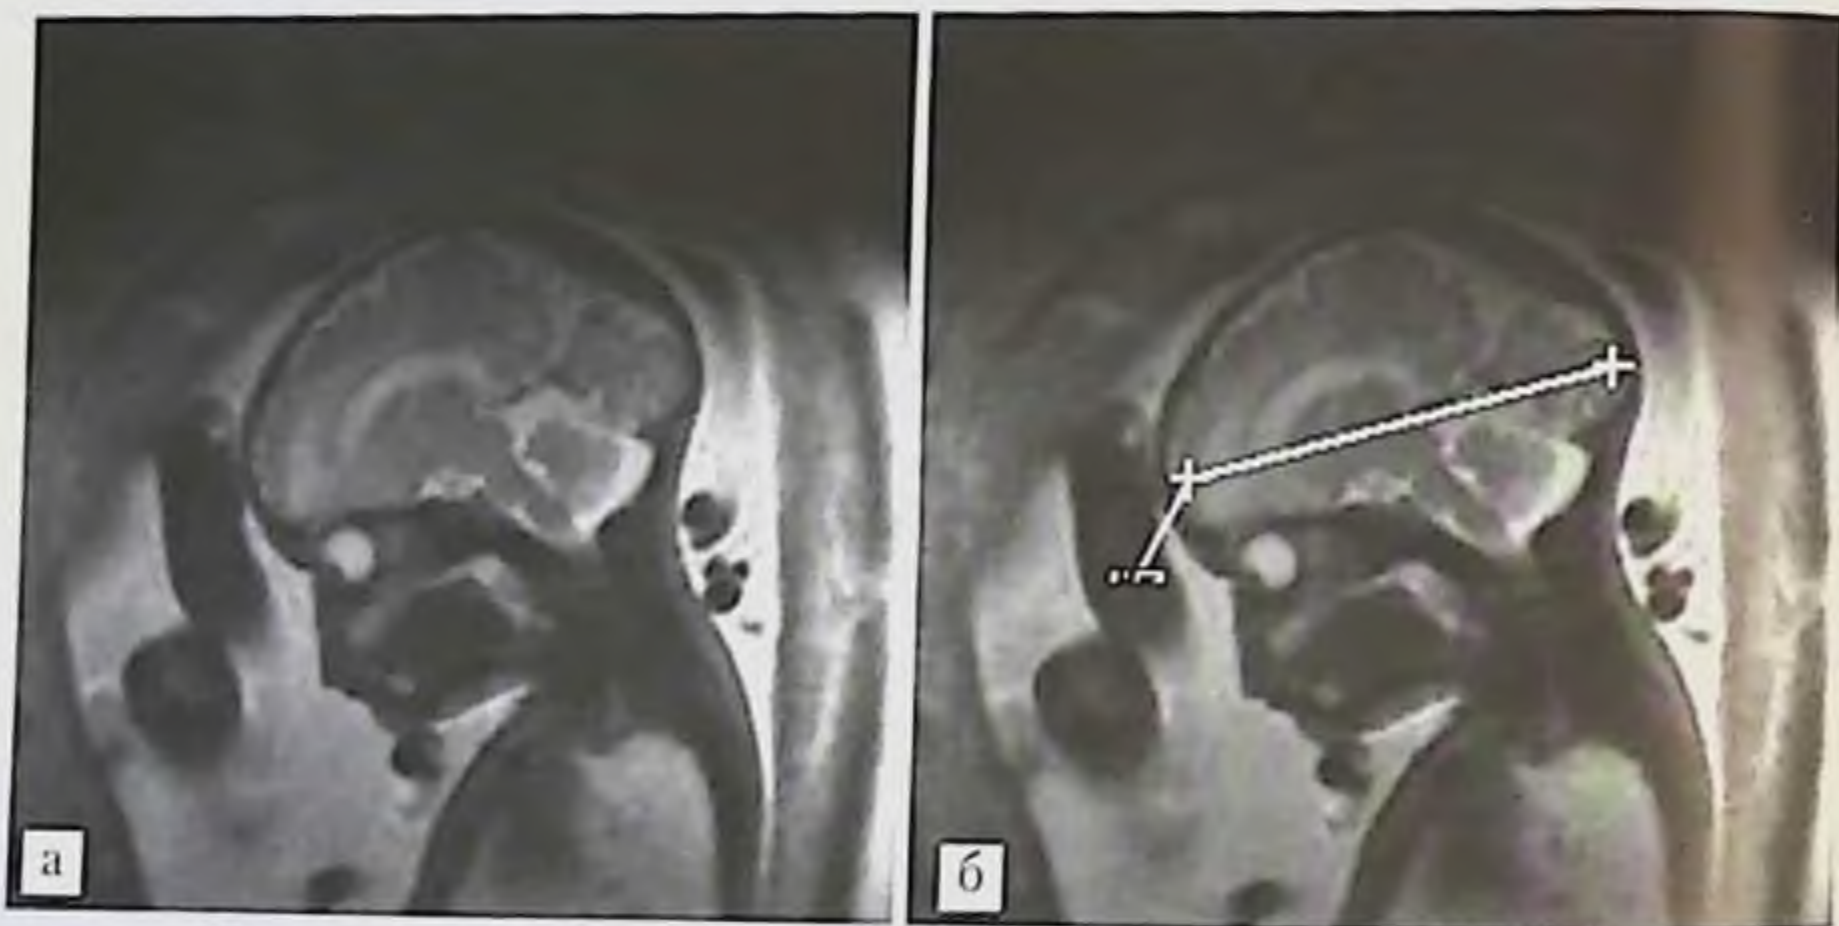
МРТ плода. Измерение лобно-затылочного расстояния. Средний сагиттальный срез. Срок гестации 33 нед. Лобно-затылочный диаметр равен 95 мм.
